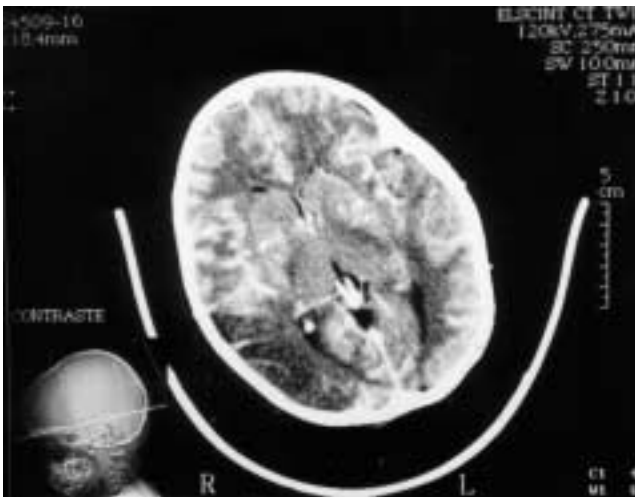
TAC contrastada. Escasa perfusión vascular de la zona isquémica.
